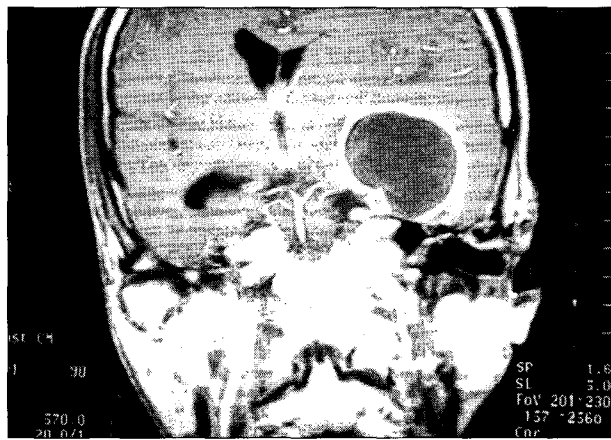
Gadolinium-enhanced MRI, T1 weighted image, coronal section : A cystic mass with peripheral wall enhancement is seen in left temporal lobe.
